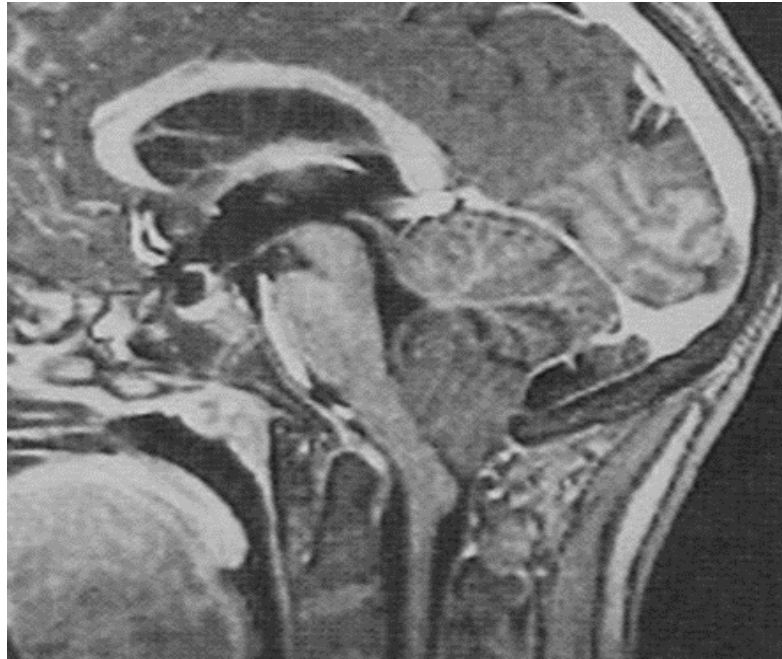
TDM cérébrale coupe sagittale (A) et axiale (B) montrant un comblement du trou occipital en rapport avec une ectopie des amygdales dans le canal rachidien cervical (Service de radiologie CHU Med VI )
